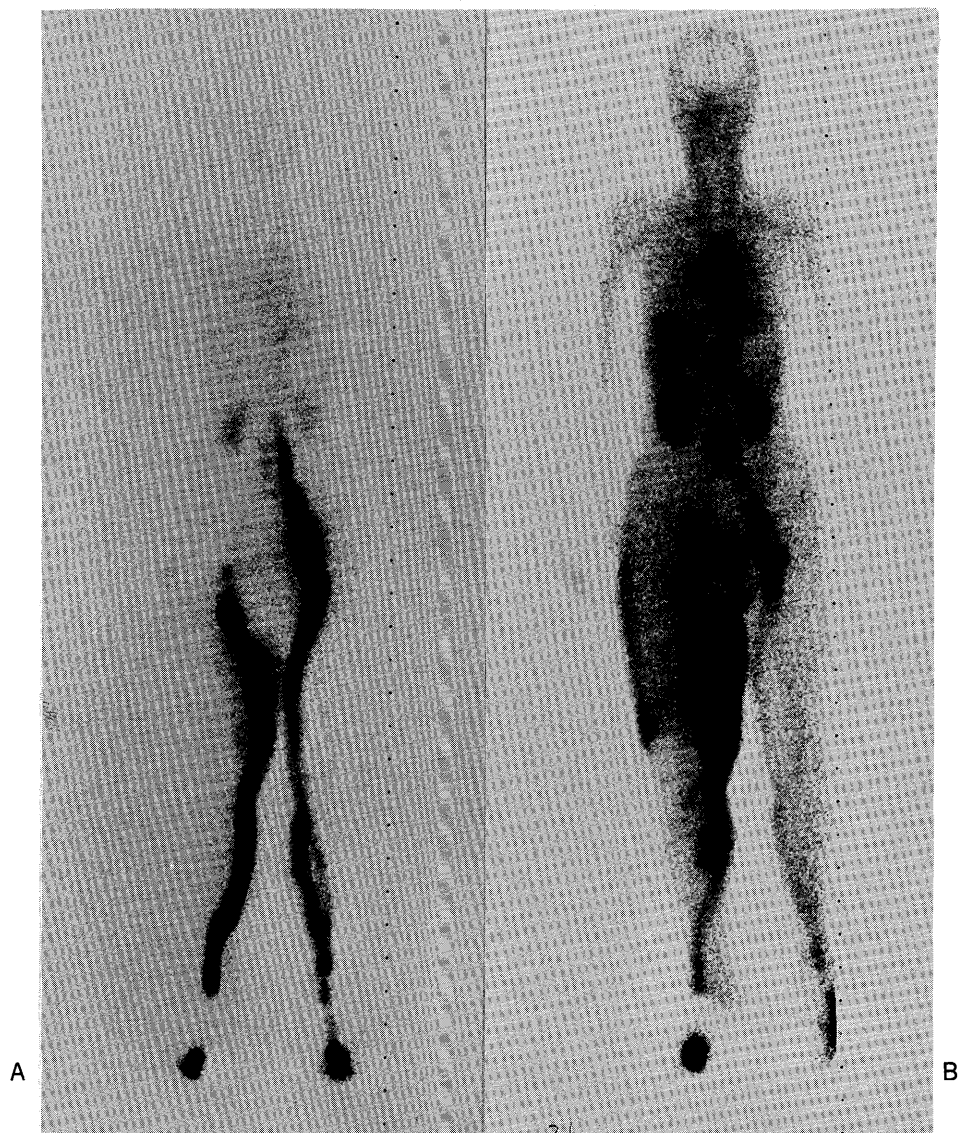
A 77-year-old female with marked edema of right lower limb and inguinal lymphnodes swelling due to immunoblastic lymphadenopathy. A) B) 15 minutes' and 3 hours' whole body scintigrams.
